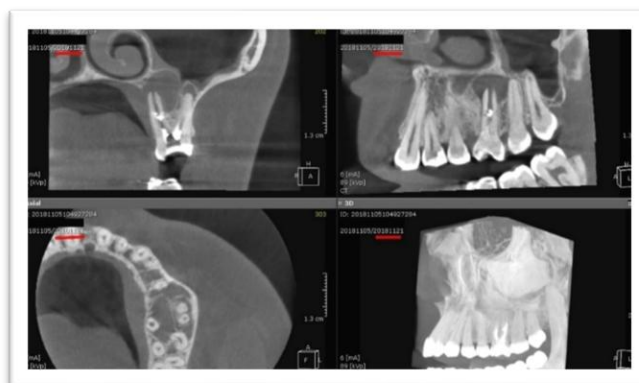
CBCT (leziune chistică maxilară și rezultatul vindecării)
